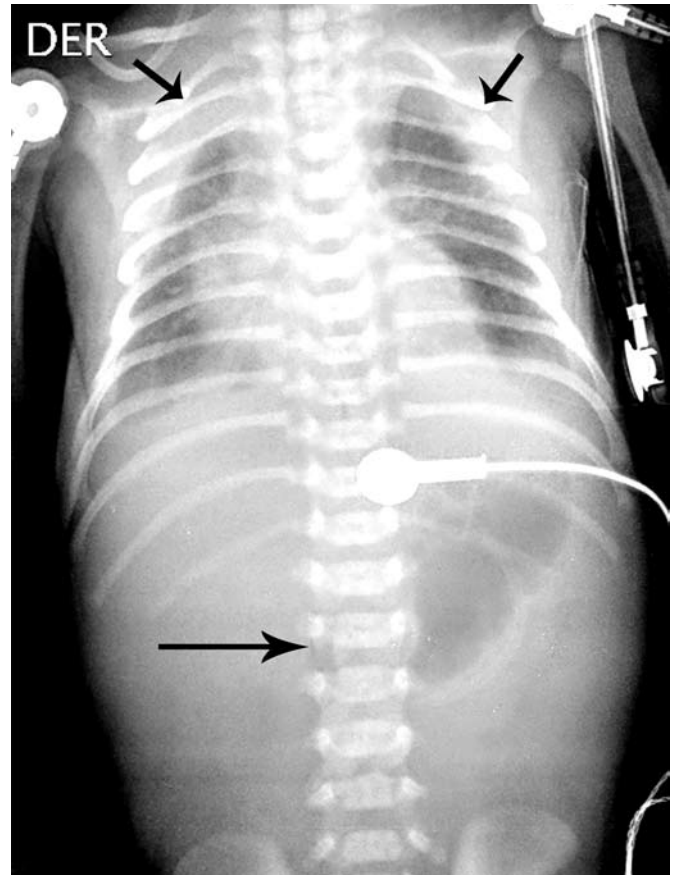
Radiografía de tórax y abdomen simple (portátil) en proyección AP, que demuestra derrame pleural bilateral (flechas cortas) y cámara gástrica distendida, con ausencia de gas distal (flecha larga).
